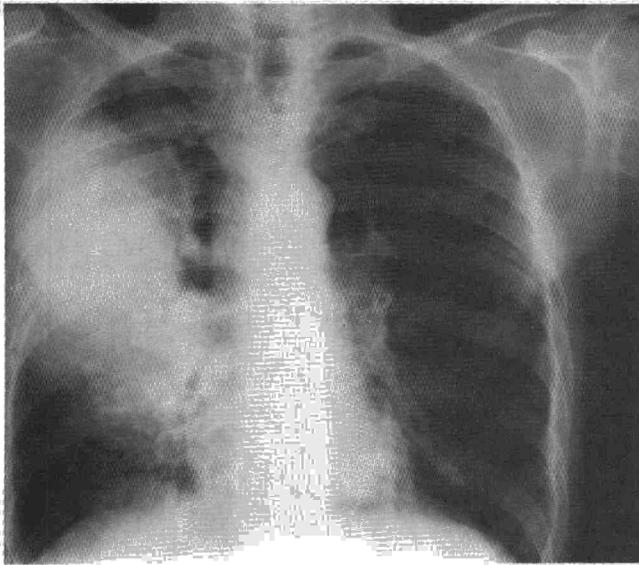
Caso 1. Radiografía P-A de tórax del día del ingreso.
